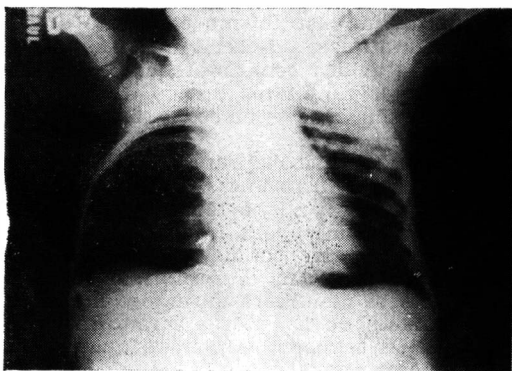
Radiografia torácica mostrando hipoplasia látero anterior dos segundo, terceiro e quarto arcos costais. A hipertransparência do hemitórax direito é devido à ausência do músculo peitoral maior.
